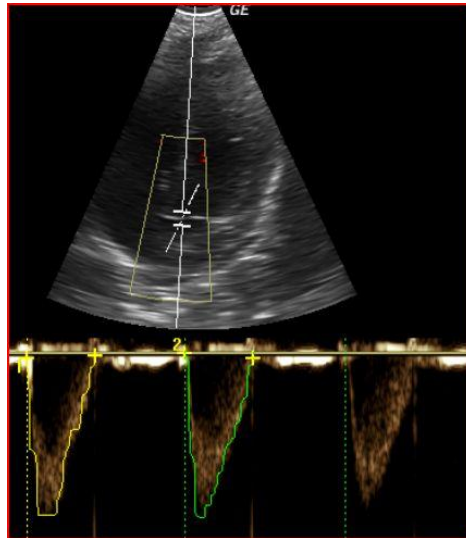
Darstellung der echokardiographischen Schlagvolumenbestimmung mittels VTI-Verfahren (Eigene Abbildung).
